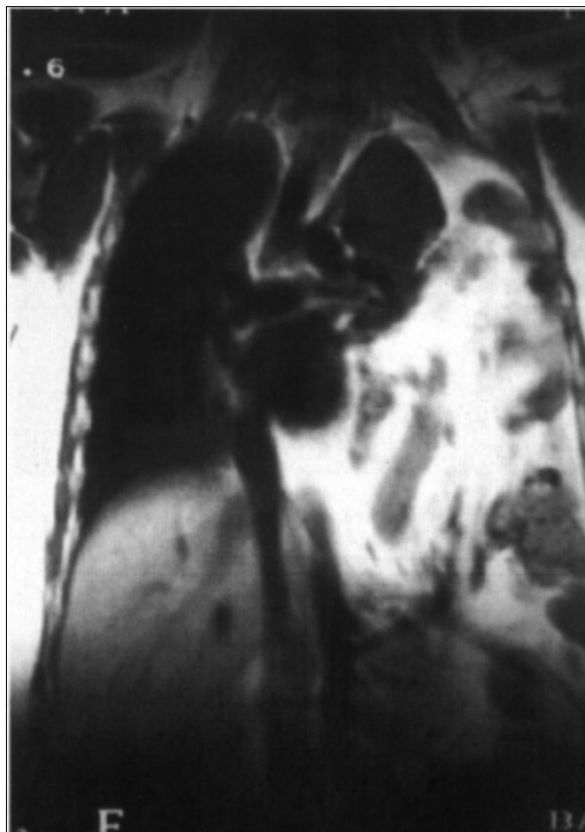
Resonancia nuclear magnética. Corte sagital a nivel de arterias pulmonares. Se aprecia que el hemitórax izquierdo está ocupado por dos lóbulos pulmonares hipoplásicos (en la figura sólo se aprecia claramente uno y la cisura interlobar), siendo la arteria pulmonar izquierda de menor tamaño respecto a la derecha. No se identifica ninguna estructura que pudiera corresponder al hemidiafragma izquierdo.
